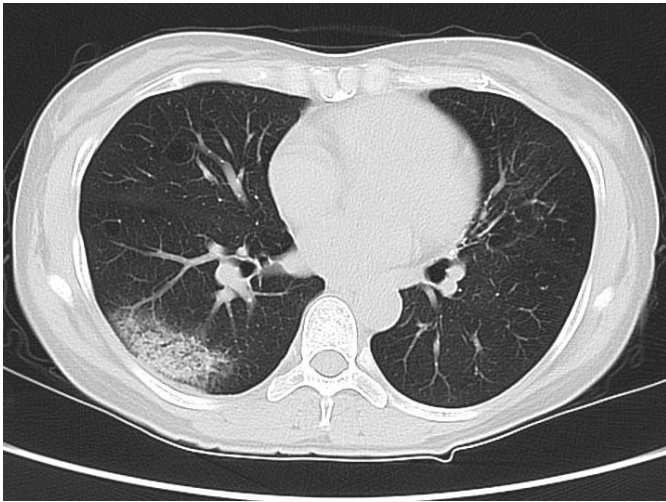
患者女，47岁。发热6天伴咽痛，无明显咳嗽。CT检查（如左图）新冠病毒核酸（+）
